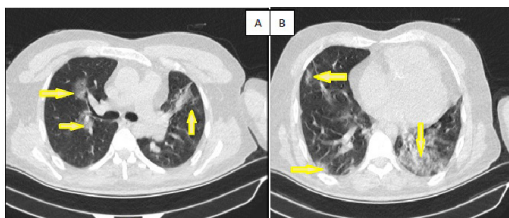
In the CT section of the patient, infiltrations and interstitial involvement and ground glass areas are observed. Figure 2B. In the CT section of the patient, peripheral ground-glass areas attract attention.
